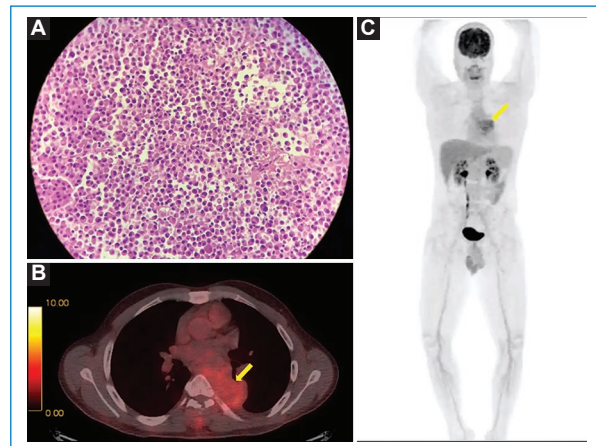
PET/TC 18F-FDG. A: biopsia de la tumoración, tinción con hematoxilina-eosina. Muestra una proliferación celular de patrón difuso integrada por células de mediana talla de núcleos redondeados, sin nucléolo y con citoplasma eosinófilo de aspecto plasmocítico. B: imagen seleccionada en el plano axial. Se observa la tumoración mediastinal con densidad de partes blandas, hipermetabólica, con distribución heterogénea del radiotrazador (flecha). C: proyección de máxima intensidad (MIP) de cuerpo entero, en la que se observa captación anormal en el mediastino posterior (flecha). No se identifican otras áreas de captación a nivel óseo.
